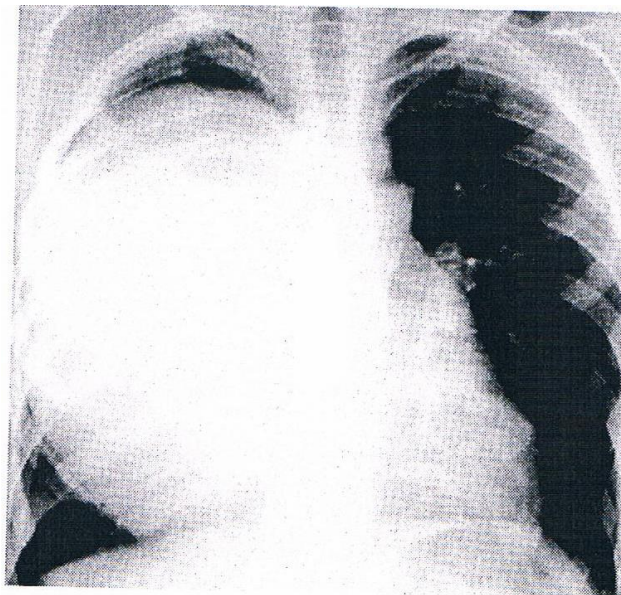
Radiographie du thorax montrant un kyste hydatique du poumon droit [112]
